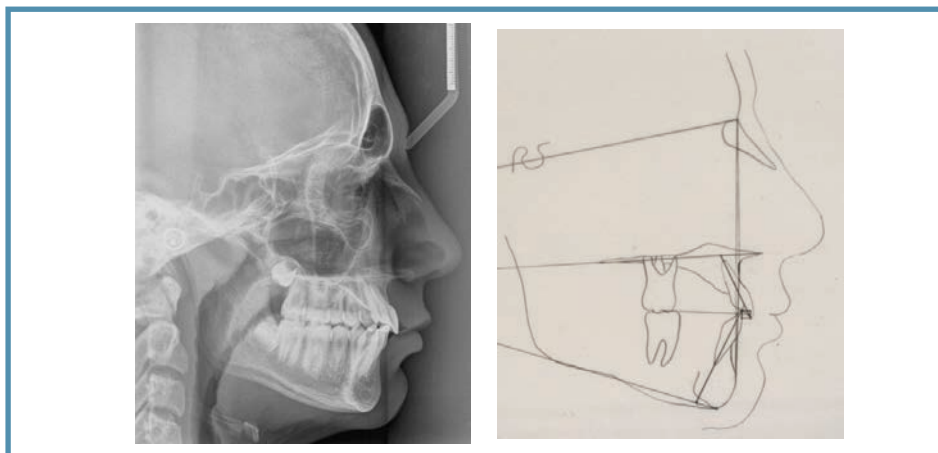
Radiografía de tórax y estudio cefalométrico en la fase final
